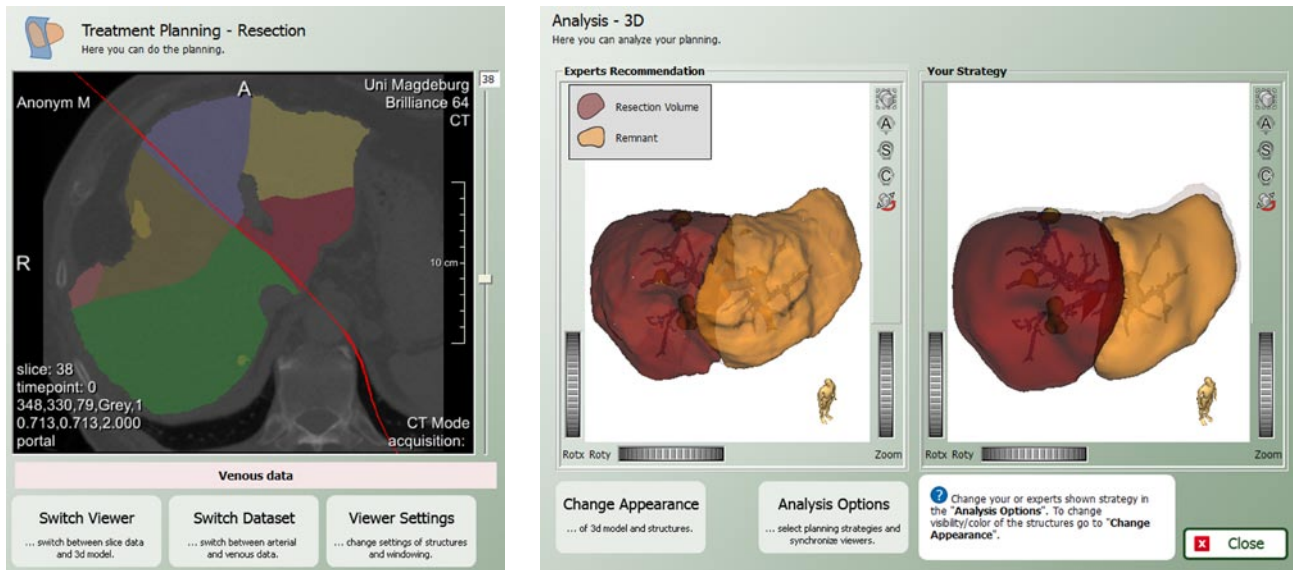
Bild links: Einzeichnen der Resektionslinien auf den CT-Daten. Als Unterstützung können optional Leberstrukturen (hier die Territorien der Arterien) als farbige Überlagerungen eingeblendet werden. Bild rechts: Synchronisierte visuelle Gegenüberstellung der Planung eines Experten (links) und der des Lernenden (rechts).
